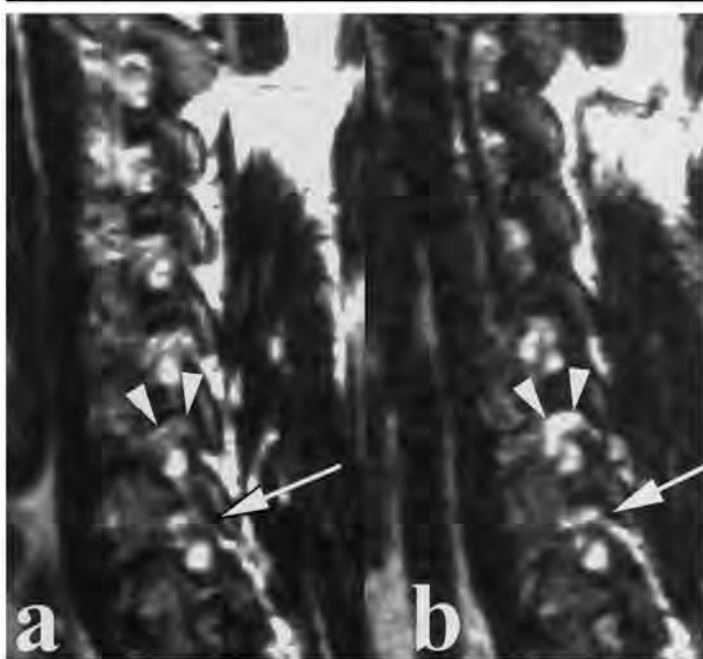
Sagittal T2-weighted MR images (4,000/128) of the foramen at the C6-7 cervical disk level and the facet joint at the C7-T1 cervical disk level in a patient with HCD in (a) neutral and (b) traction states. The facet joint (arrow) is widened at traction (b) compared with in the neutral state (a). The width of the foramen (arrowheads) also increased with traction.
